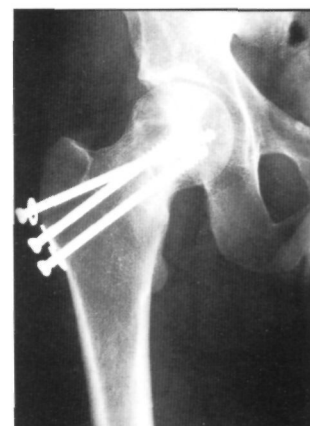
Radiografía realizada a los 3 meses de la intervención que demuestra la consolidación de la fractura.
